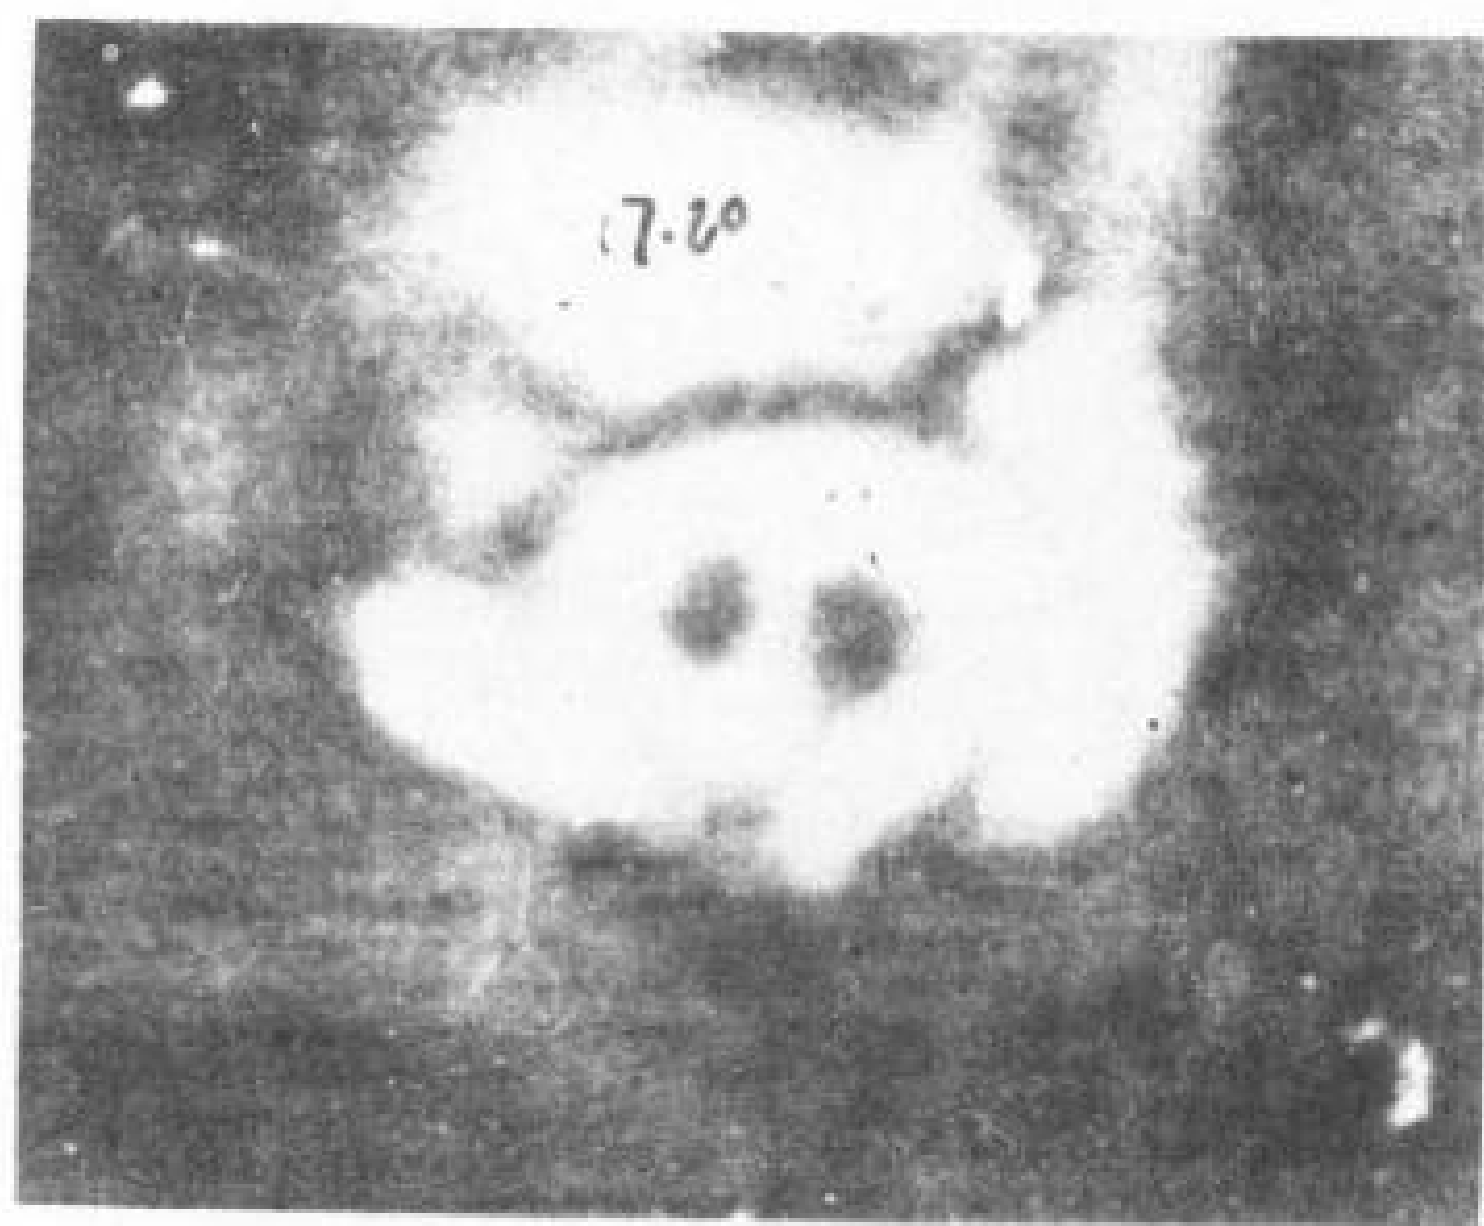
脊髓纵裂有一个硬膜和蛛网膜管和牵拉索条。6岁女孩。CT脊髓造影。脊髓纵裂有一个硬膜和蛛网膜管。从半脊髓到硬膜有一线形充盈影(箭头)代表牵拉的纤维索条。
